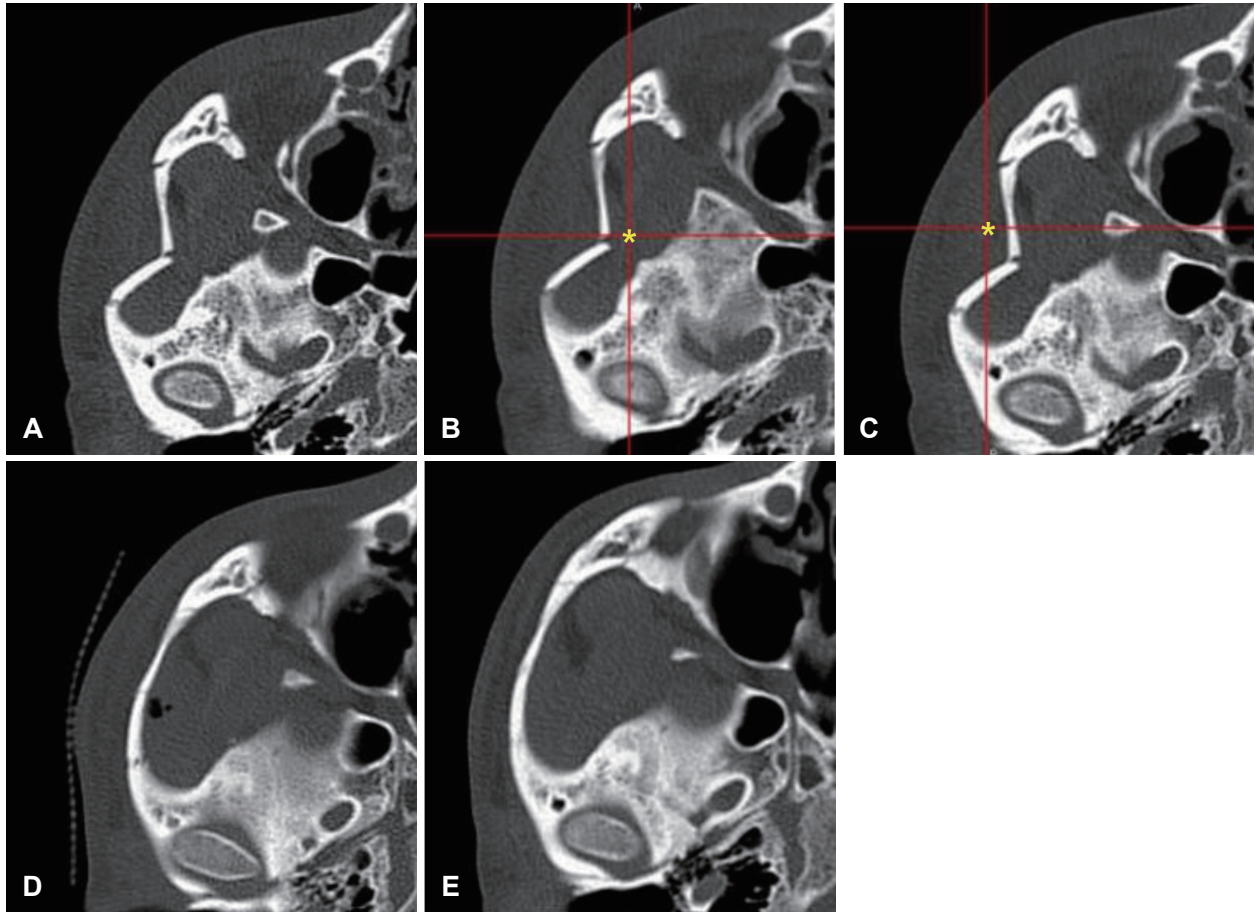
Representative case. A: Preoperative axial CT. B: Intraoperatively, the navigation pointer is indicating the most depressed area (asterisk) of the zygomatic arch. C: Intraoperatively, the navigation pointer is indicating the position of the reduced zygomatic arch (asterisk) after reduction. D: Immediate postoperative axial CT. E: Postoperative 3-month axial CT with good alignment.
